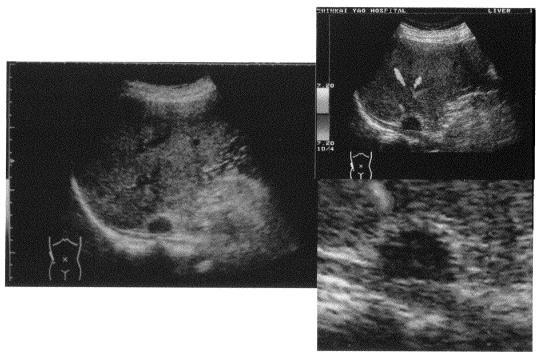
The ultrasonography of adrenal on admission.
